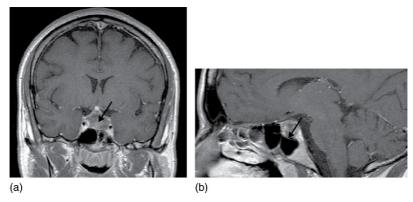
Aspect IRM de nécrose pituitaire en séquence T1 post-gadolinium. a et b. Masse hétérogène intrasellaire partiellement hémorragique.
